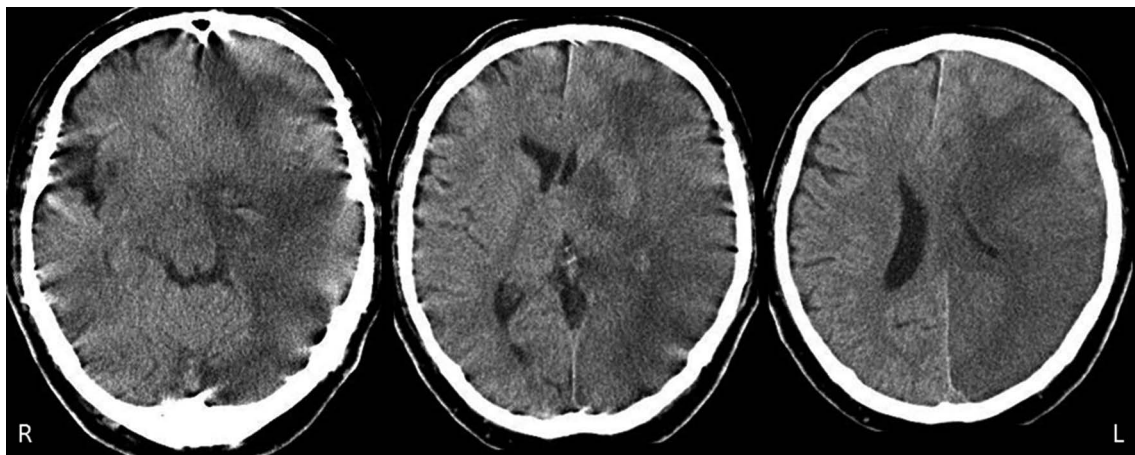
Noncontrast axial brain CT on Day 5.
